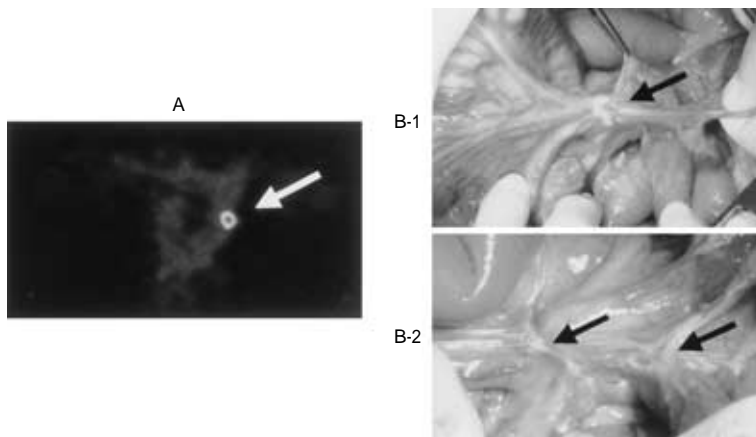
An axial PET image ( A ) and intraoperative photographs ( B-I, II ) of the patient previously underwent transverse colectomy for colon cancer. FDG-PET revealed one focus of increased uptake of FDG in the left abdomen ( A , arrow ) But peritoneal metastases were actually disseminated ( B-I, II, arrow )
